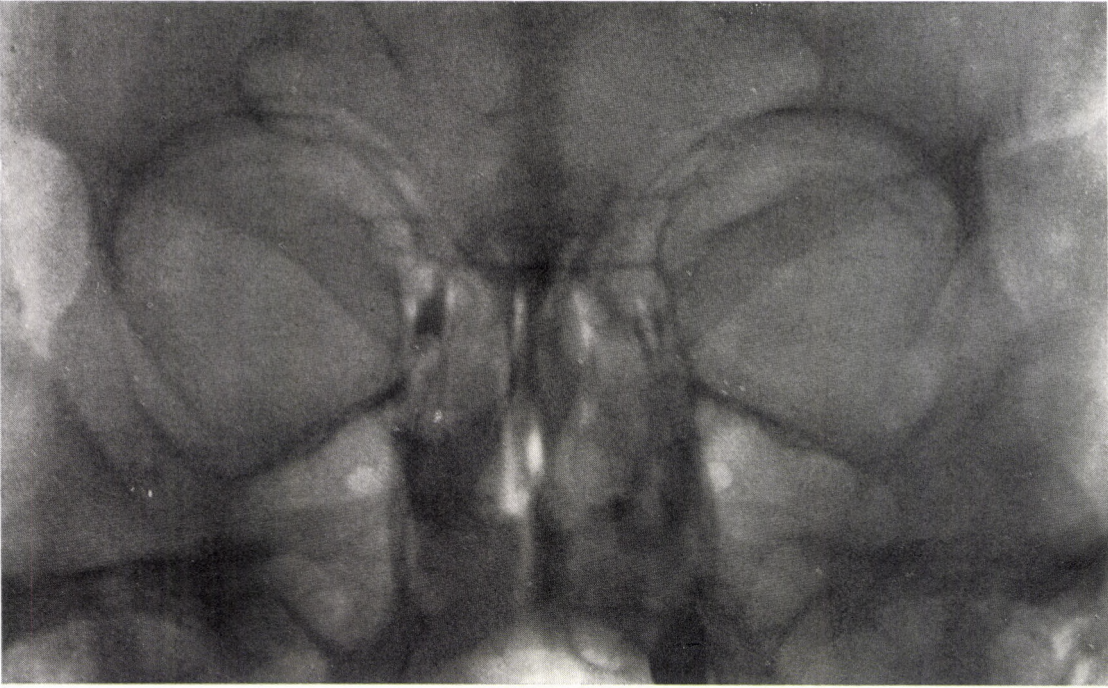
Pathologische Veränderung im Röntgenbild bei normaler Funktion. I. Aufnahme. Rechtsseitig Erweiterung an der Mitte des Tränensacks, Striktur in der unteren Hälfte. Links normale Verhältnisse
